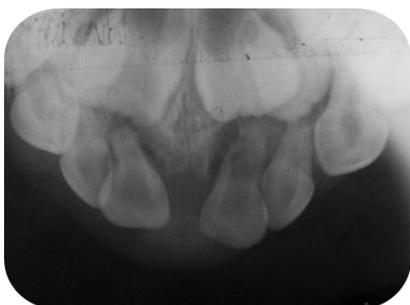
Rx inicial. Observa-se lesão periapical dentes 51 e 61.
